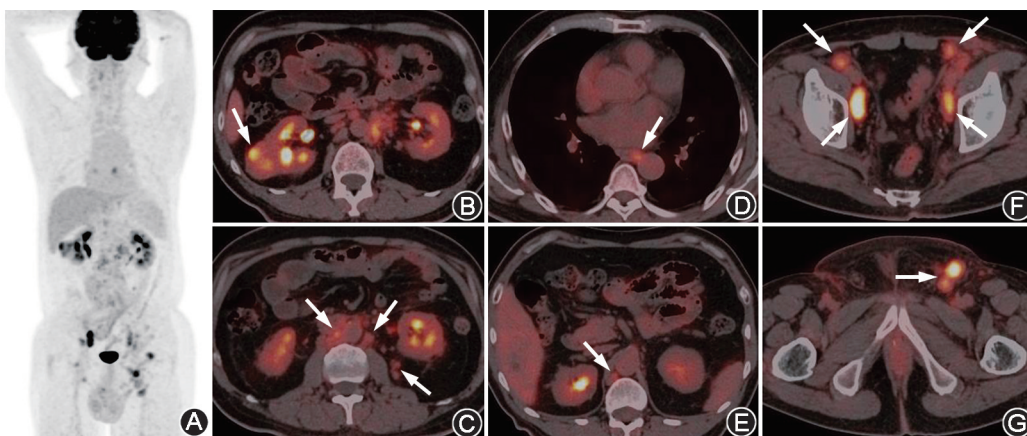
肾透明细胞癌合并乳房外 Paget 病患者(男,58岁)¹⁸F-FDG PET/CT 显像图(箭头示病灶) A. PET 最大密度投影(MIP)图可见右肾外侧代谢增高灶,胸部、腹部、盆部及双侧腹股沟区多发代谢增高灶;B.横断面 PET/CT 融合图像可见右肾中部代谢增高的混杂密度肿物,凸出于肾轮廓;C~G.横断面 PET/CT 融合图像可见左侧肾周筋膜多发代谢轻度增高的小结节,后纵隔(8区)、右侧膈肌脚后方、下腔静脉旁、腹主动脉周围、双侧髂血管旁、双侧腹股沟区多发代谢增高的淋巴结
